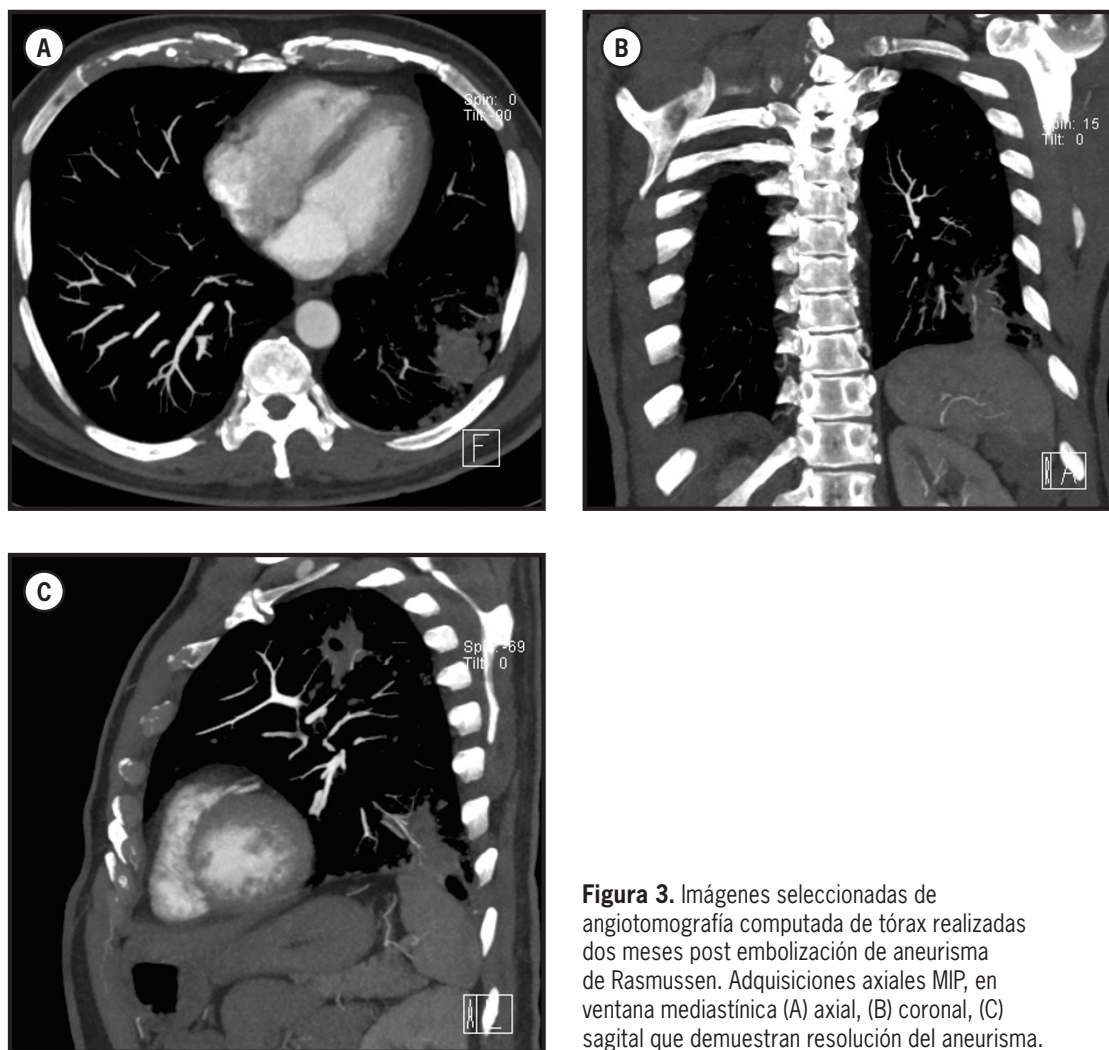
Imágenes seleccionadas de angiotomografía computada de tórax realizadas dos meses post embolización de aneurisma de Rasmussen. Adquisiciones axiales MIP, en ventana mediastínica (A) axial, (B) coronal, (C) sagital que demuestran resolución del aneurisma.
